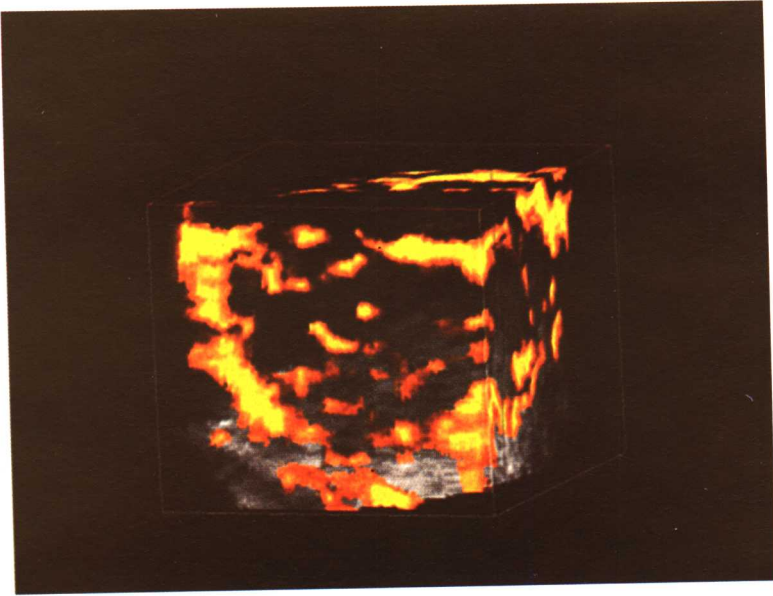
彩色多普勒三维超声显示,良性甲状腺滤泡状腺瘤结节内未见特殊增加的血流
